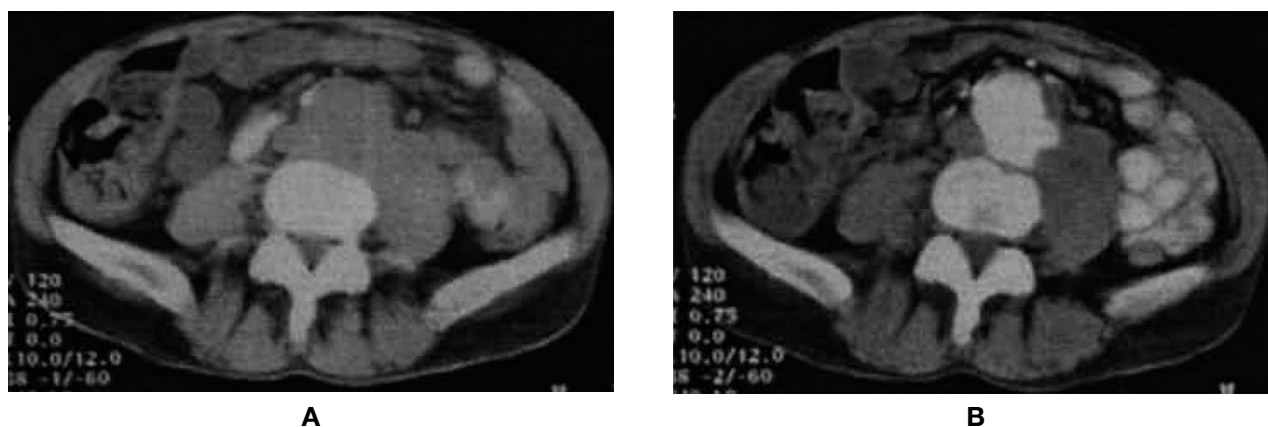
Пациент Ю., 64 лет. Инфраренальная аневризма брюшной аорты с вовлечением в процесс левой подвздошной артерии. Компьютерная томография. На аксиальных томограммах визуализируется расширение инфраренального отдела брюшной аорты до 53 мм и левой подвздошной артерии до 37 мм: А – нативное изображение; В – контрастное исследование – выраженные тромботические массы в просвете левой подвздошной артерии, узурация тела третьего поясничного позвонка вследствие компрессионного воздействия аневризмы
